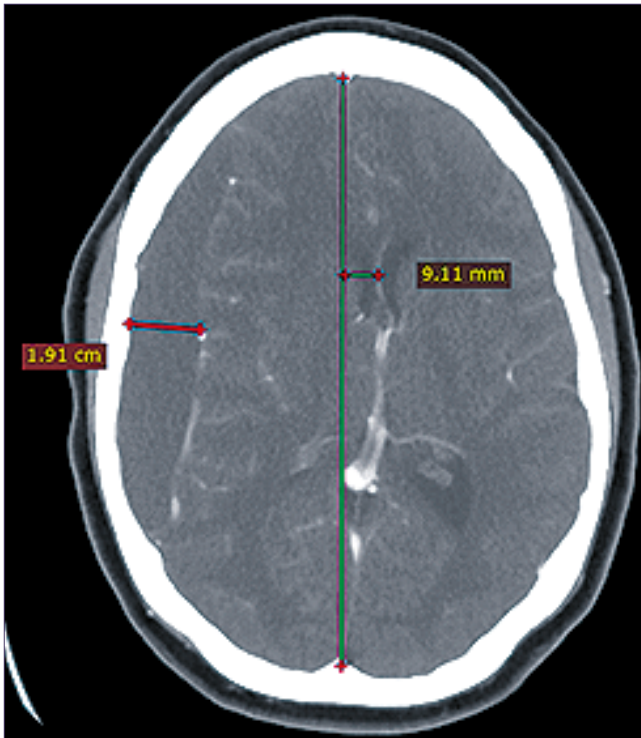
Tomografía contrastada de cráneo que muestra hematoma subdural crónico homogéneo frontotemporal derecho.
